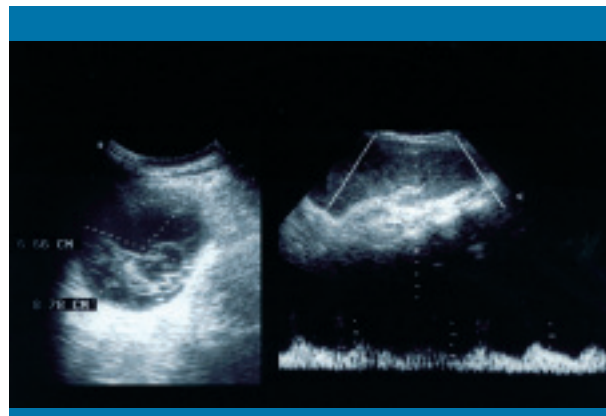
Ecografía de hipocondrio izquierdo, corte coronal tras esplenopexia. Derecha, imagen redondeada y bien delimitada de ecogenicidad heterogénea, tabicada, en relación con infarto de los dos tercios superiores del bazo. Izquierda, curva Doppler en la que se aprecia una disminución de los picos sistólico-diastólico (compárese con la figura 4)
